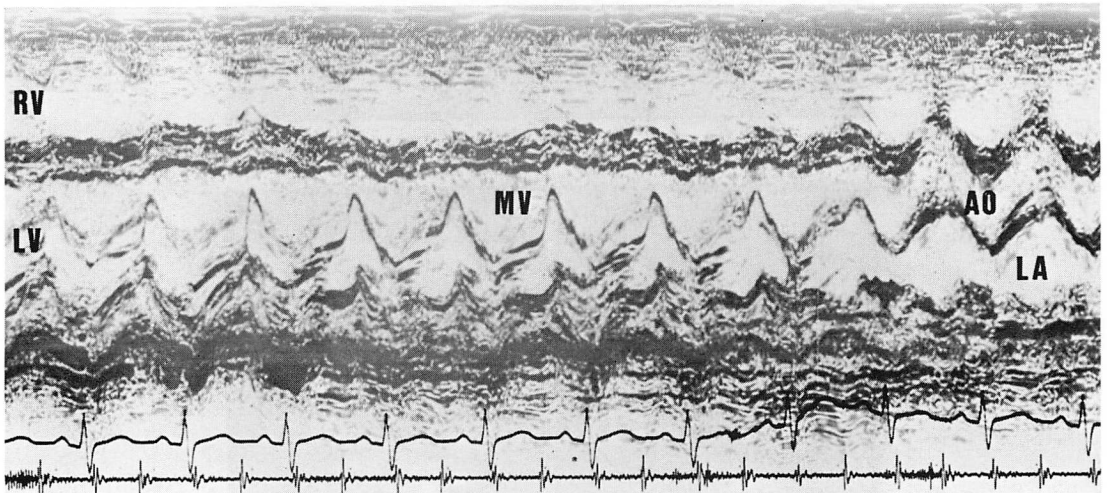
Scanning of M-mode echocardiogram (Case 2).
